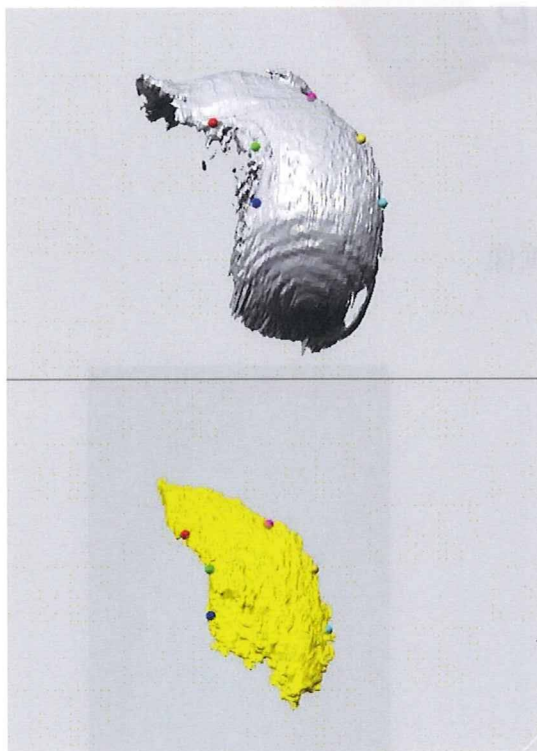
MRI 画像より作成した 3 次元表面形状モデル
